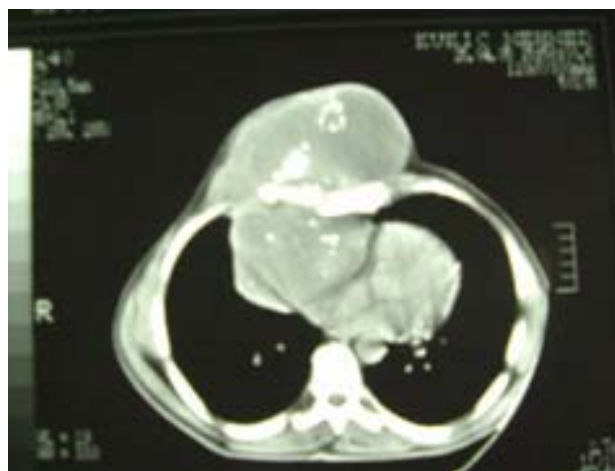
CT scan of the thorax at the level of the giant tumor
